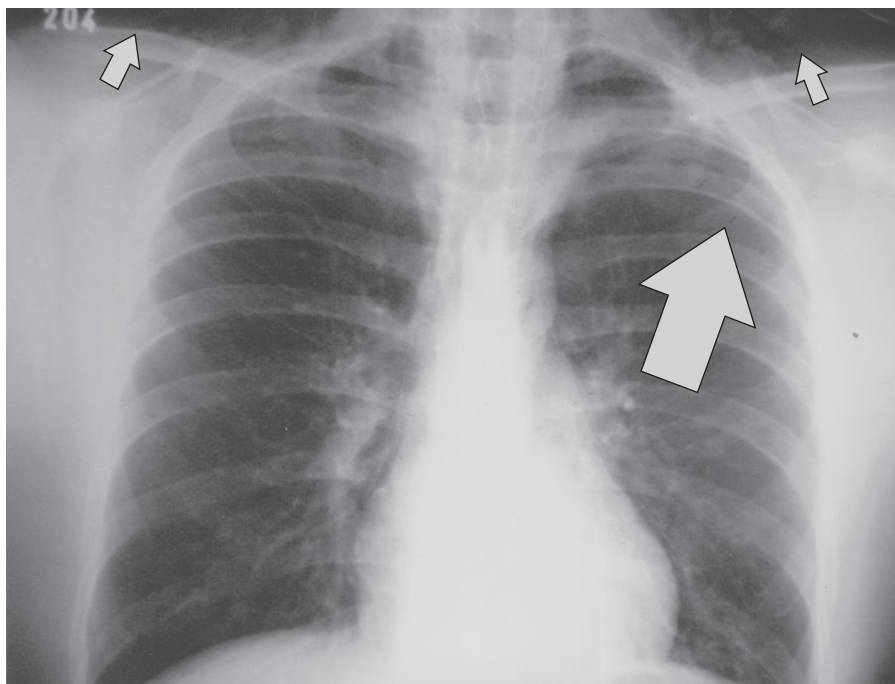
Pós-operatório com 48 horas de evolução, evidenciando enfisema subcutâneo extenso em região cervical e assinalado pneumotórax à esquerda em radiografia pósterio-anterior de tórax.
